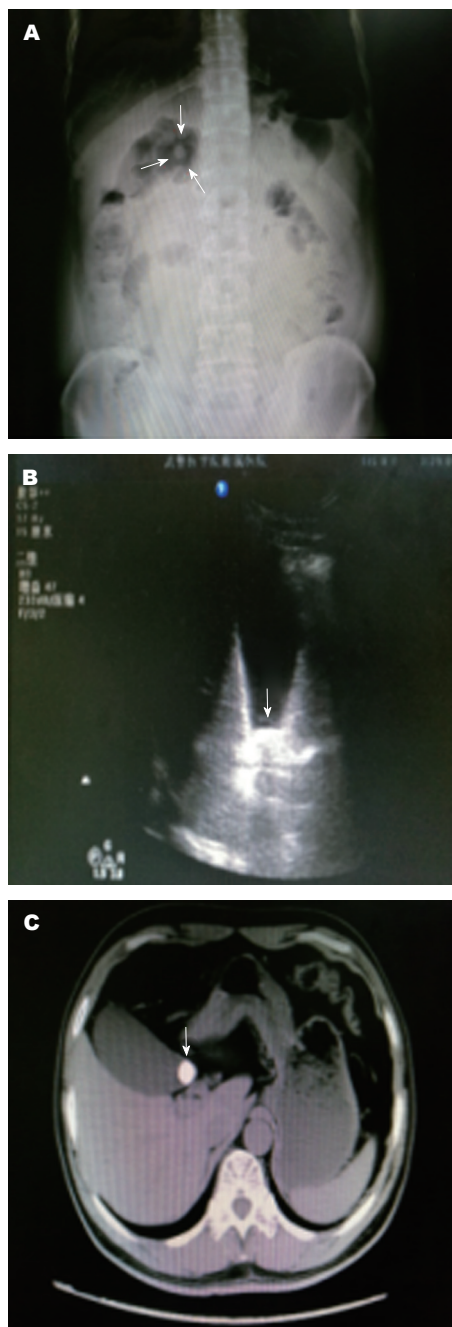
病例1影像学表现. A: X线示胆囊窝内致密影; B: 超声示胆囊颈部高回声团块后伴声影; C: CT见胆囊内同心圆形高密度影.
